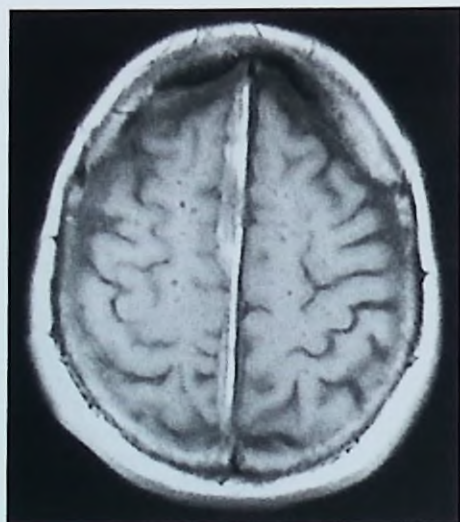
RM de cerebro sin gadolinio, ponderación T1, corte axial. Se evidencia una atrofia cortical difusa con ensanchamiento de los surcos corticales y una colección subdural parasagital derecha crónica con componentes de reagudización.
